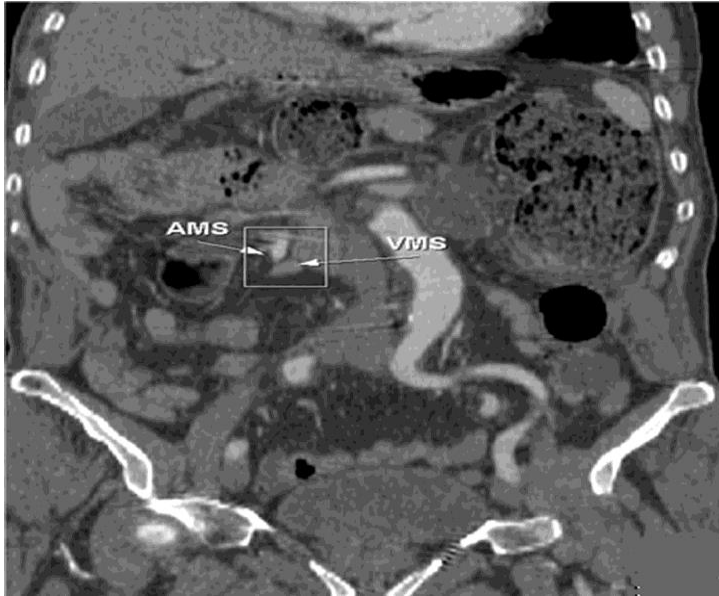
TDM abdominale en reconstruction coronale
